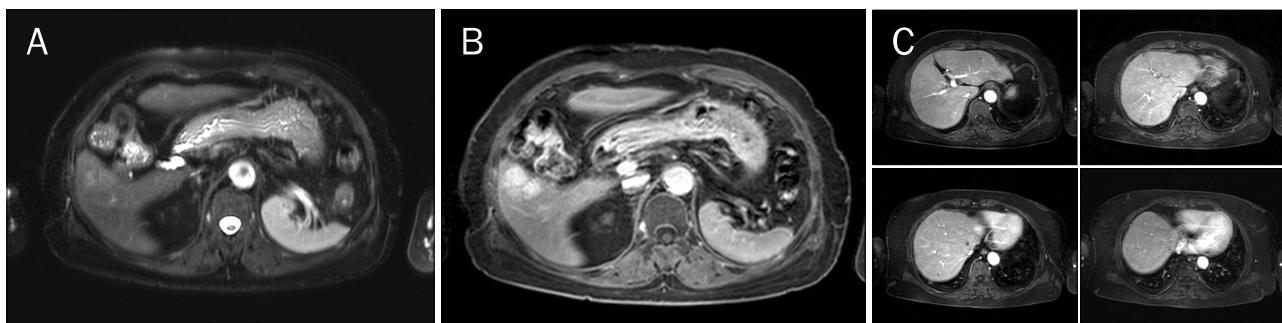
MRI findings. A 3.2-cm sized mass in S5 of the liver shows heterogeneously increased signal on T2-weighted image (A) and delayed enhancement on 15 minute delayed phase (B). Multiple small hypovascular non-cystic lesions are also found in the liver (C).
